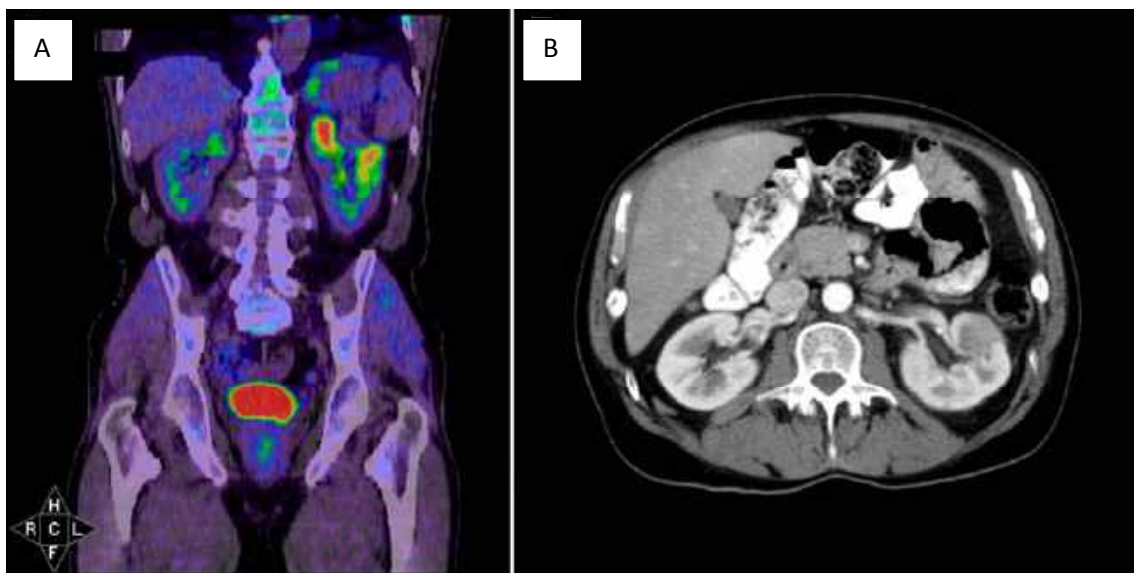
Tomografía por emisión de positrones: área hipercaptante del polo superior del riñón izquierdo. 2B. Tomografía computarizada: lesión heterogénea renal izquierda.
